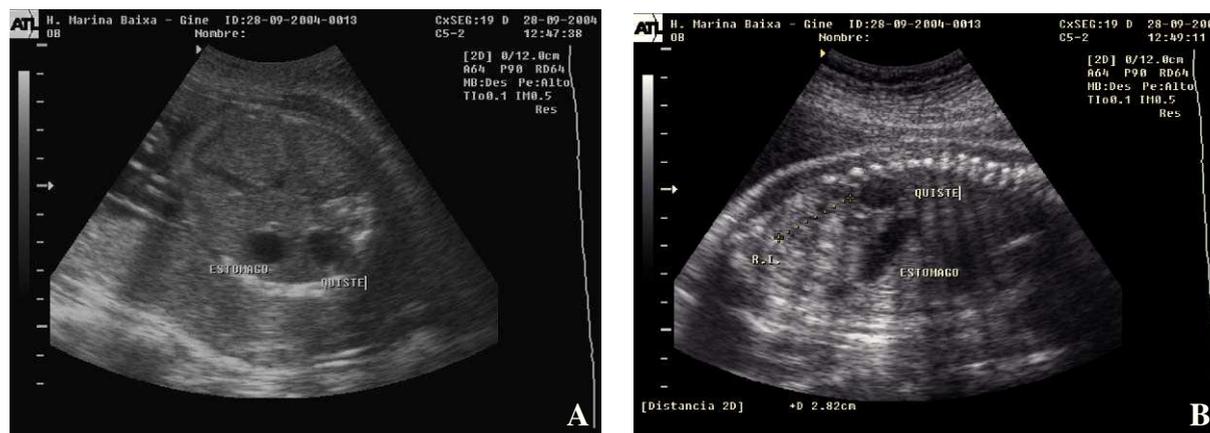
Ecografías de semana 20.
